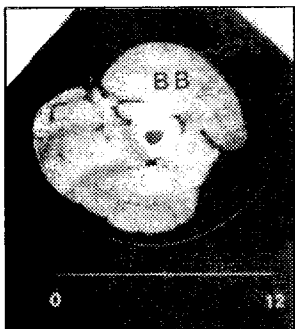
Компьютерная томография стибугелей предплечья (S.T. Alway et al., 1989)
